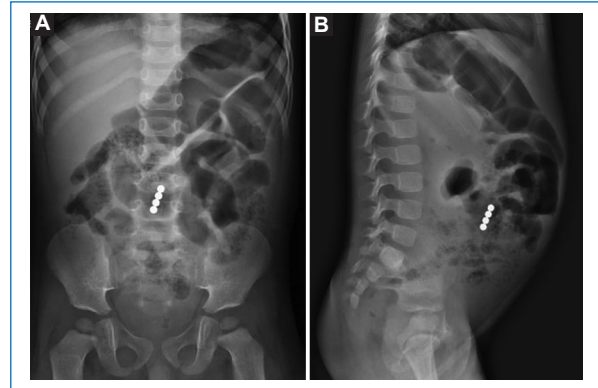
Radiografías simples de abdomen en decúbito. A: proyección anteroposterior que muestra una imagen radioopaca multinodular de bordes bien definidos en el mesogastrio. B: proyección lateral que confirma la localización intestinal en el abdomen medio de objetos superpuestos.
